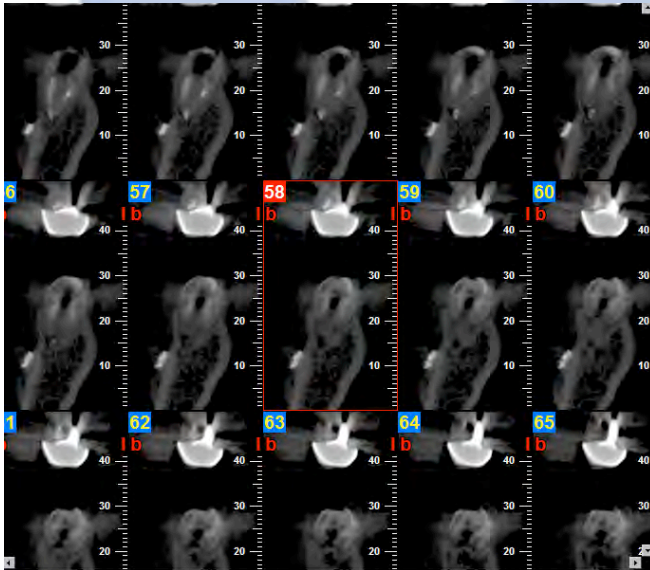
Dalla visione dei tagli coronali della CBCT sulla radice mesiale del 46 è possibile apprezzare una piccola rarefazione apicale che denota una non completa guarigione della lesione dopo 2 anni
